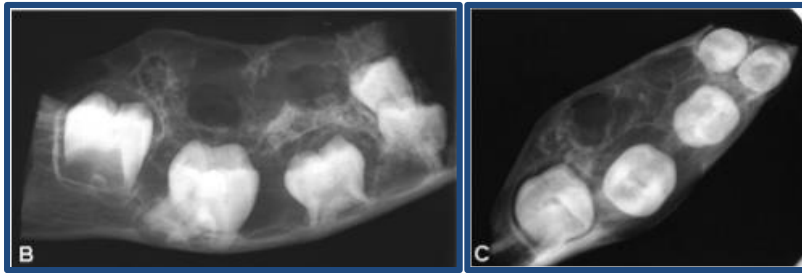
Radiografías de un espécimen resectado en mandíbula donde se muestran lesiones radiolúcidas multiloculares con algunas opacidades. ³⁶
